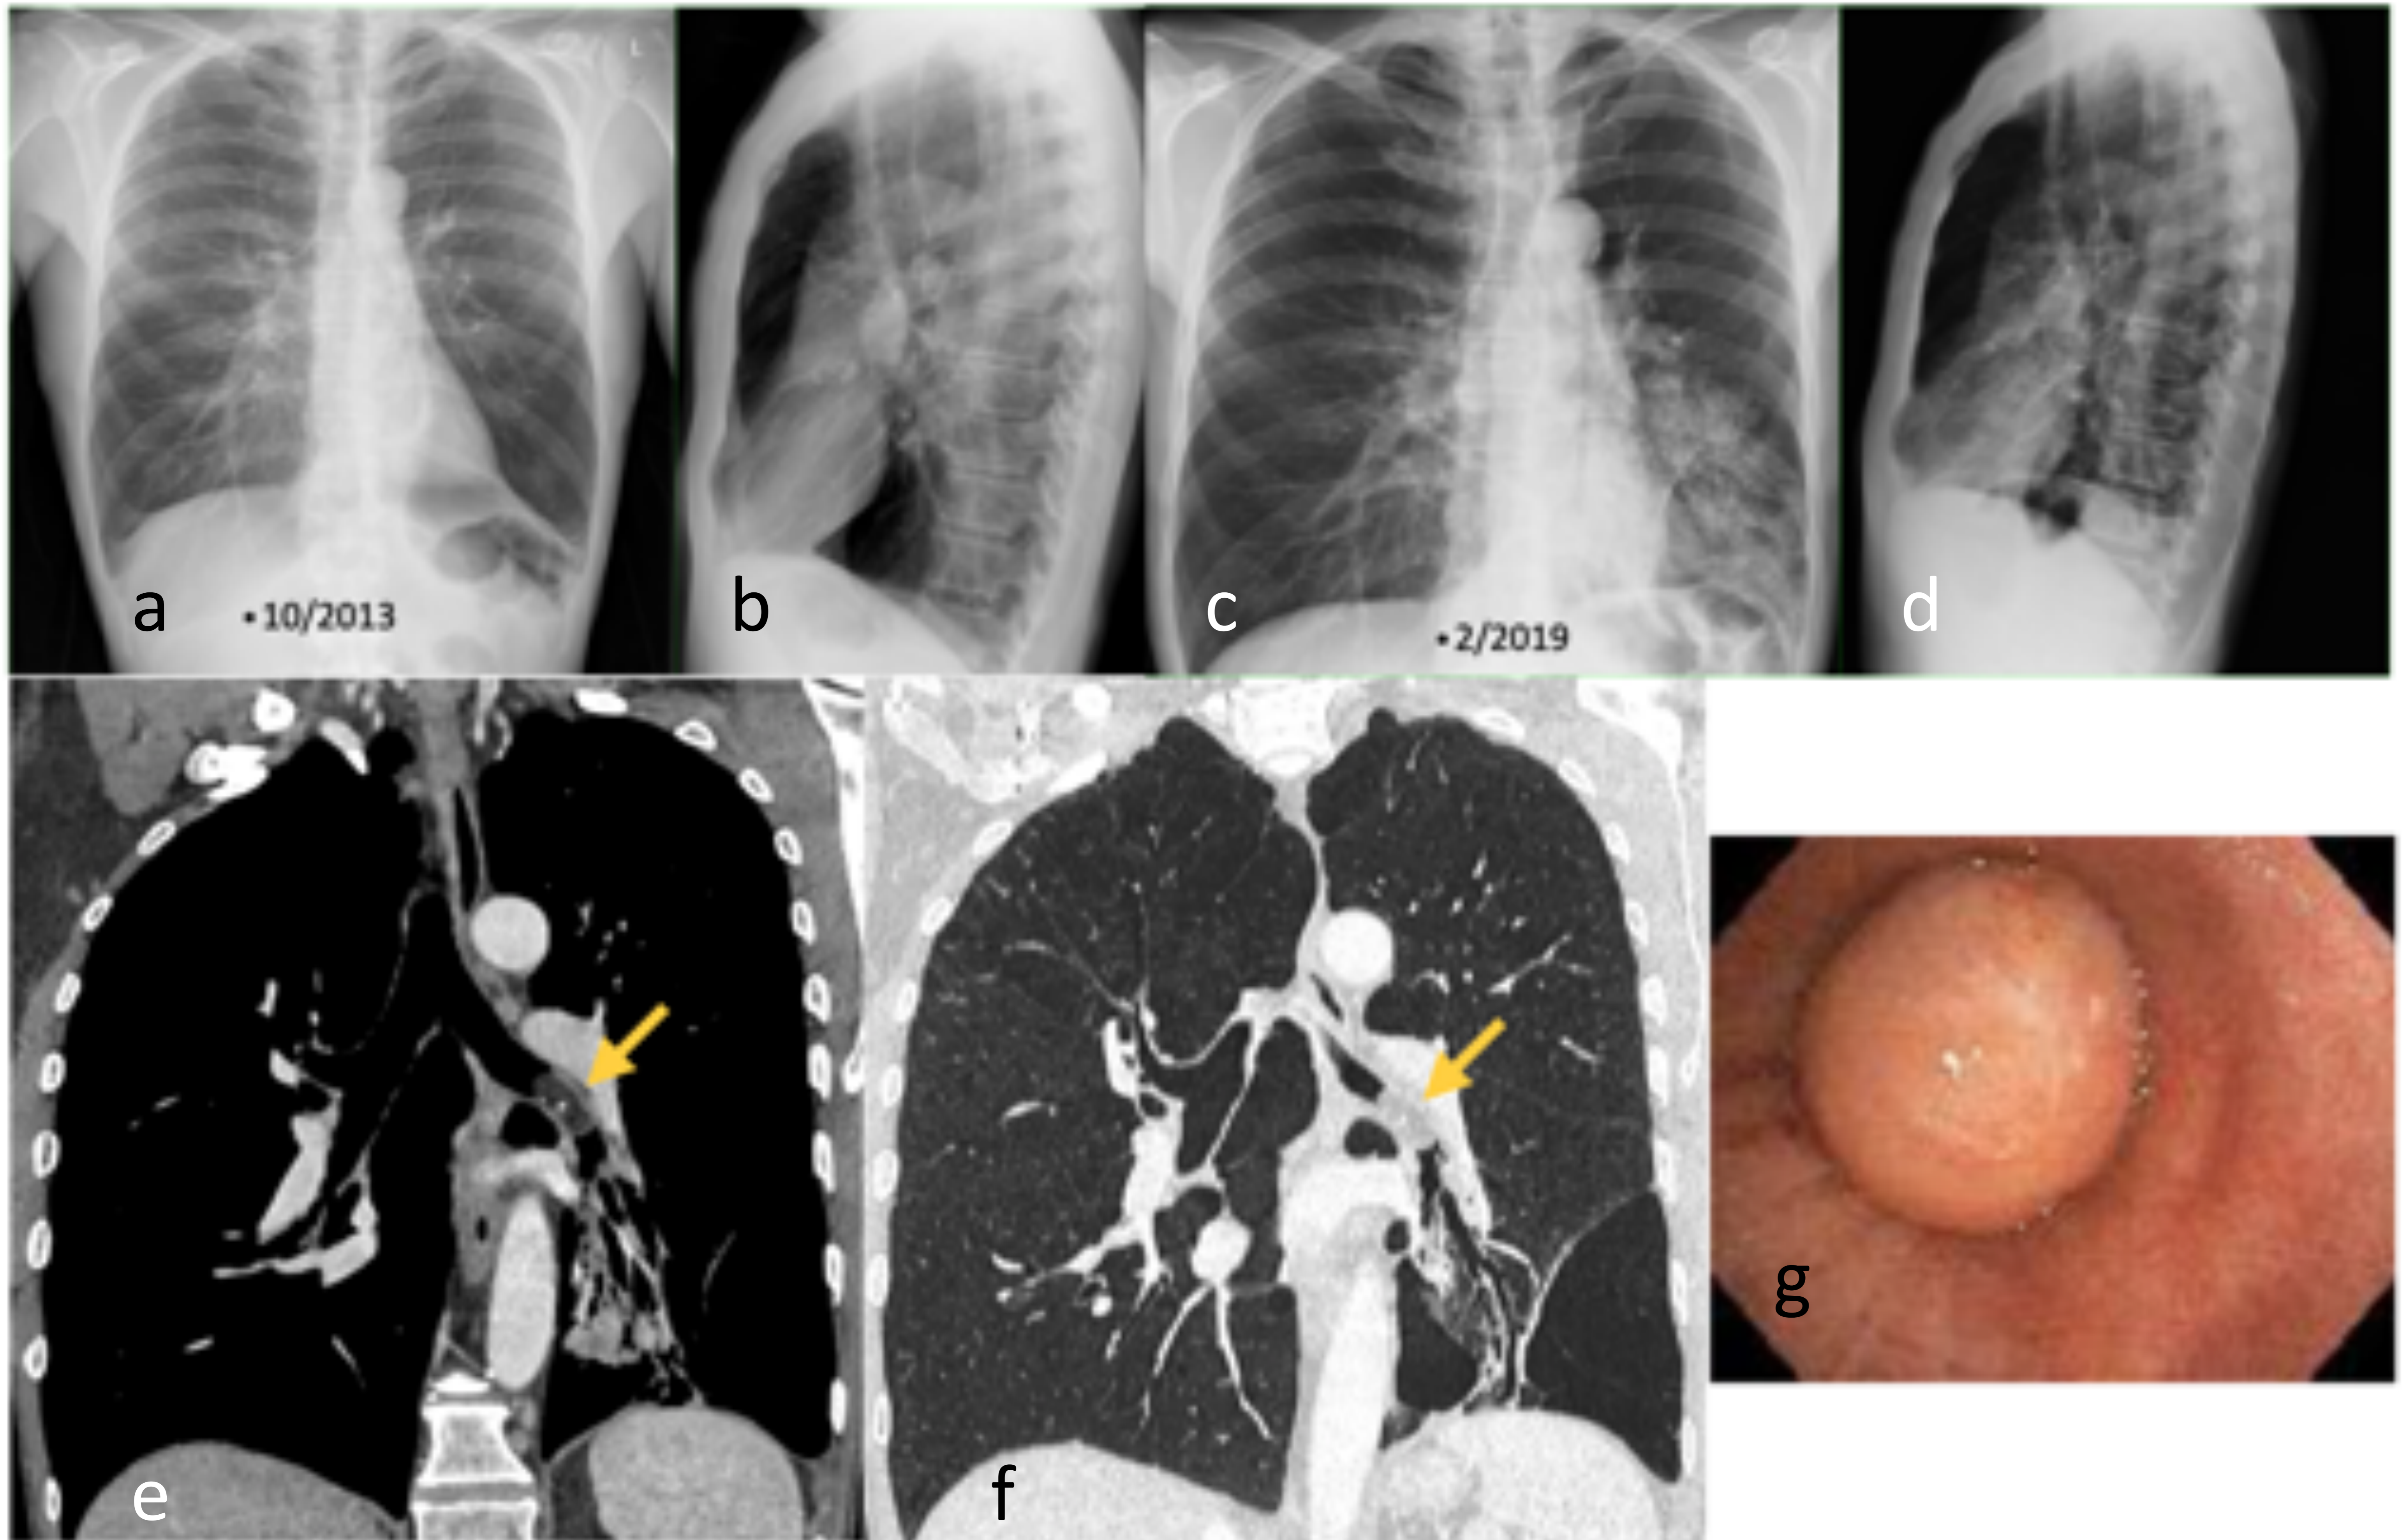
mismo caso de la figura 6. Consolidación en LII con broncograma aéreo e imágenes sugerentes de bronquiectasias cilíndricas en radiografía de tórax (c,d), no presentes en radiografías realizadas 6 años antes (a,b) y confirmadas en TC (e y f, ventanas de partes blandas y de pulmón, corte coronal) con broncoceles asociados, únicamente en el área ventilada por el bronquio intermediario izquierdo, en el cual se visualiza una tumoración endobronquial con atenuación grasa y calcificación puntiforme. Signos de enfisema pulmonar y bulla subpleural en LII. Broncoscopia (g) en la que se visualiza un nódulo endobronquial submucoso, de contorno liso. Anatomía patológica: lipoma.
